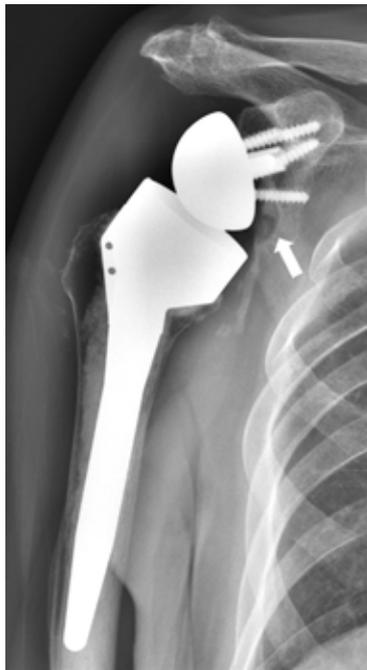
Anteroposterior radiograph shows scapular notching (arrow) after Grammont style reverse total shoulder arthroplasty. Informed consent for publication of the clinical image was obtained from the patient.
